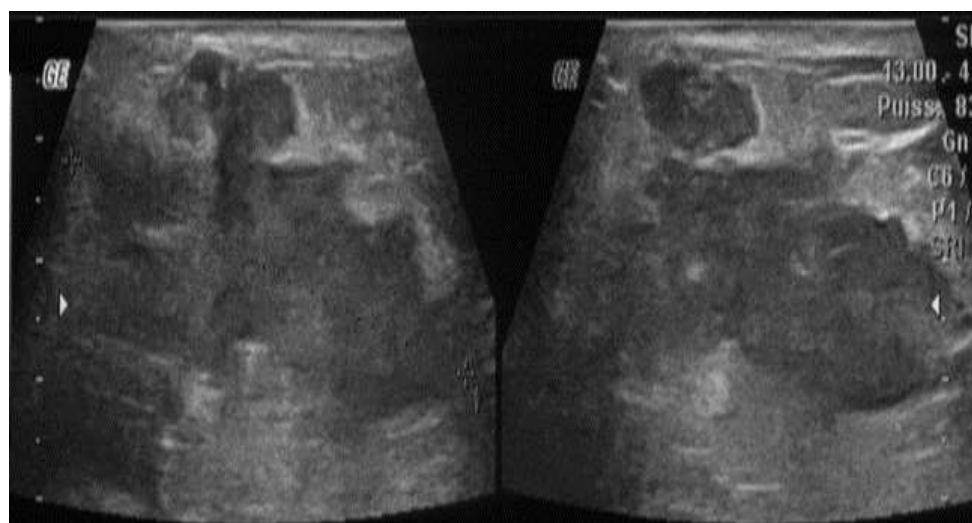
l'échographie met en évidence une infiltration diffuse avec des pseudo-collections par endroit et un important épaissement du revêtement cutané. On note une dilatation des canaux galactophoriques avec un contenu échogène mobile en faveur d'une mastite du sein droit en voie de collection.
